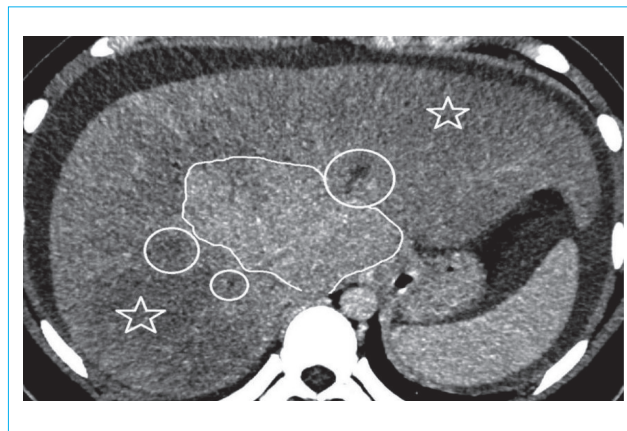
Компьютерная томограмма органов брюшной полости, аксиальная реконструкция, венозная фаза. Выраженные диффузные изменения паренхимы печени (обозначено звездочками). Зона сохраненной перфузии в центральном отделе печени (границы выделены белой линией). Тромбированные магистральные печеночные вены (выделены окружностями)
